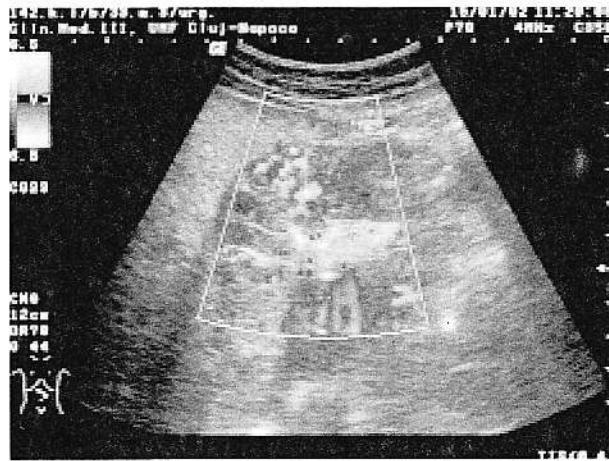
Examinare Doppler color a antrului gastric. Aspect de hipervasculație, sugerând substratul inflamator.
